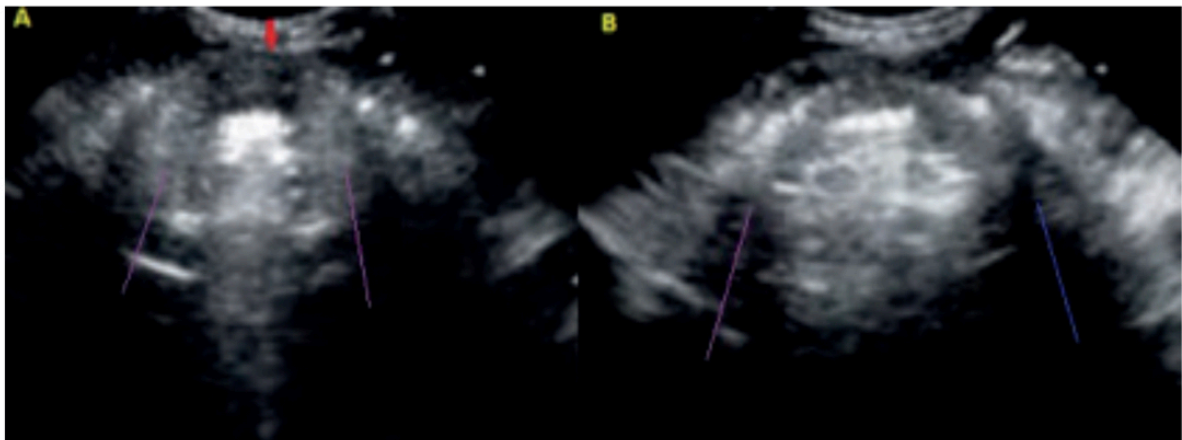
Test de fuga con ultrasonido. A= Balon de TET inflado, flecha roja: se observa la columna de aire en la entrada del TET y en las líneas moradas el globo inflado. B= en las líneas moradas y azul se observa el globo desinflado y el espacio posterior en anecoico.
